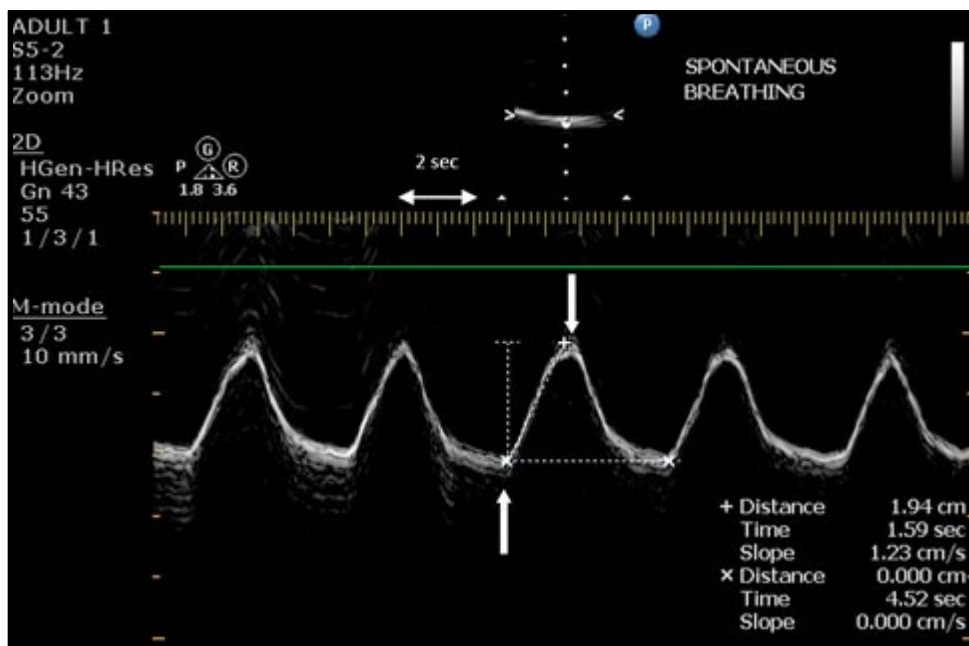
Ultrassonografia diafragmática. Imagem para visualização das excursões diafragmáticas.
